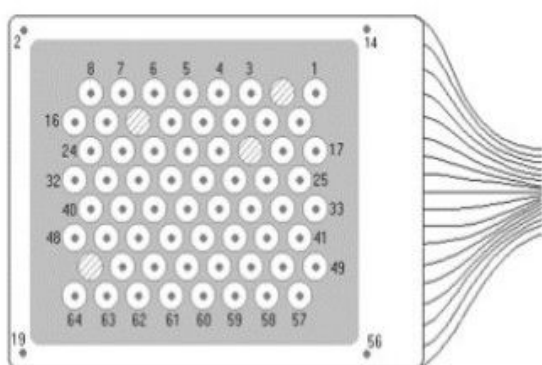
Prothèse corticale (à gauche). Matrice d'électrodes implantée chez un volontaire et vue sous radiographie X (à droite). Dobelle et al. 2000
